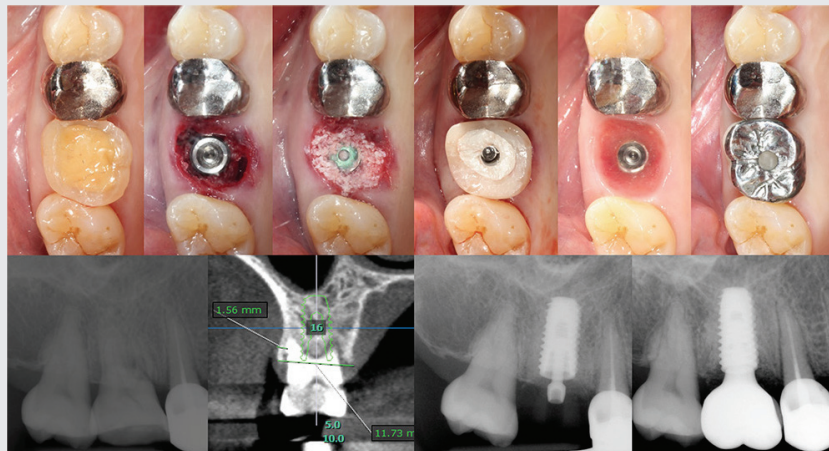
Clinical photographs and radiographs of Case 3.
